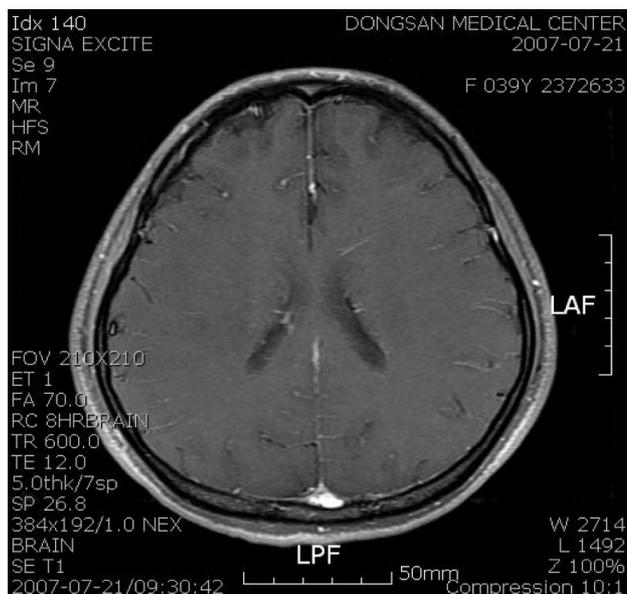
Magnetic resonance imaging shows diffuse left meningeal enhancement on T1-weighted images.
